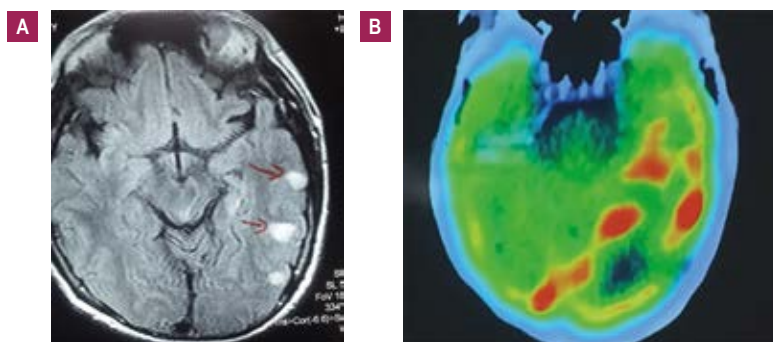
A: Resonancia magnética cerebral, fase FLAIR muestra imágenes hiperintensas redondeadas en región cortico subcortical temporal derecho (flechas rojas). B: Tomografía por emisión de Positrones (PET) de cerebro en paciente con encefalitis autoinmune anti GABA A, muestra áreas hipermetabólicas sugerentes de afectación aguda.
